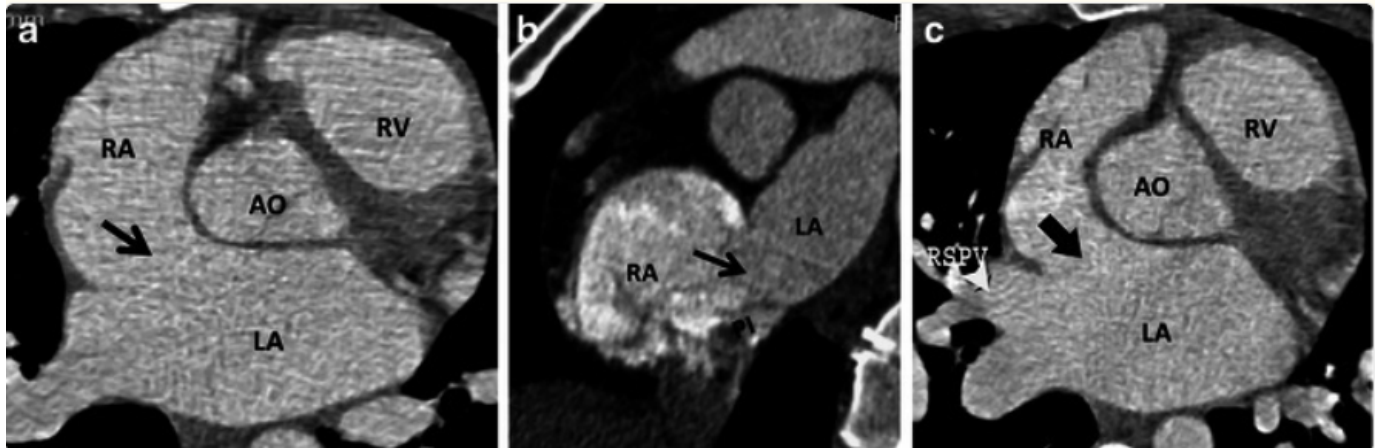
TC que muestran defectos interauriculares no favorables para cierre percutáneo. a) CIA de gran tamaño con ausencia del borde anterosuperior. b) CIA de gran tamaño con borde posterosuperior conservado y ausencia del borde posteroinferior. c) CIA con ausencia del borde anterosuperior y del borde adyacente a la vena pulmonar superior derecha.¹
